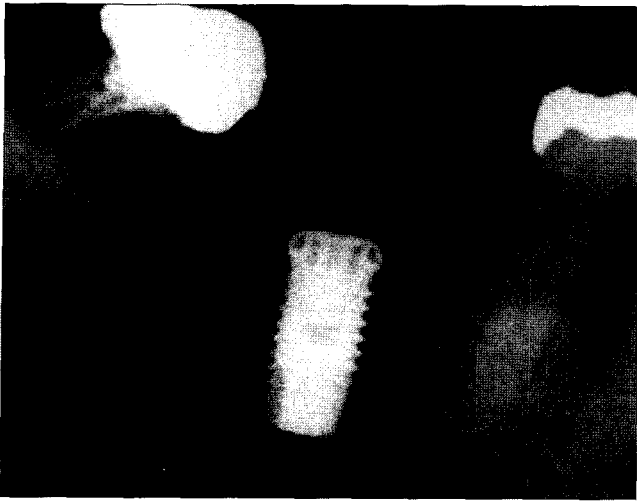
Periapical radiograph taken by paralleling technique.
